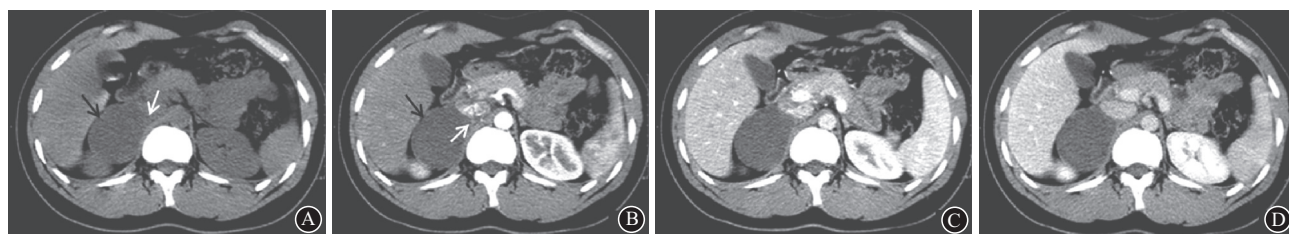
肾上腺节细胞神经瘤1例CT表现(男性,18岁,右侧肾上腺区占位):A为肾上腺CT平扫示,右侧肾上腺见一类圆形低密度影,边界清楚,密度均匀(黑箭头),肿块内侧缘深入下腔静脉与膈肌脚间隙(白箭头);B为肾上腺CT增强扫描动脉期图像,动脉期肿块呈轻度强化,边缘清晰,伪足征(白箭头)更加明显;C、D分别为肾上腺CT增强扫描静脉期及延迟期图像,肿块仍呈持续轻度强化,密度均匀
